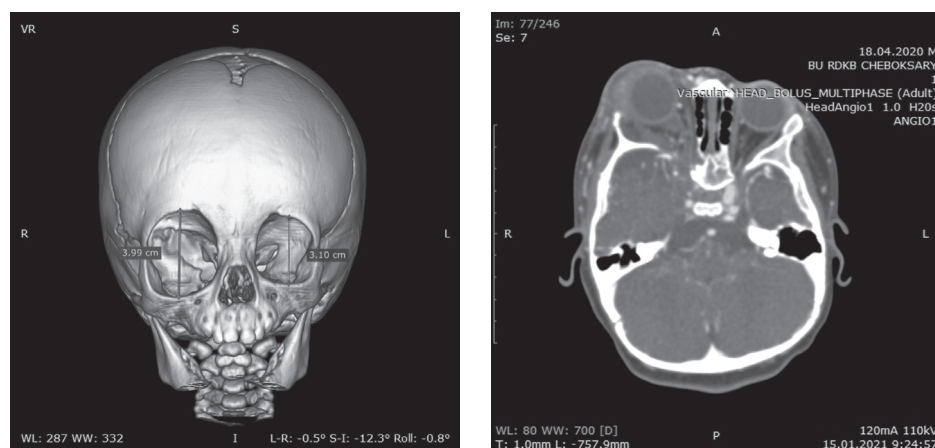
Компьютерная томограмма ребенка с объемной реконструкцией и контрастным усилением: описание в тексте
